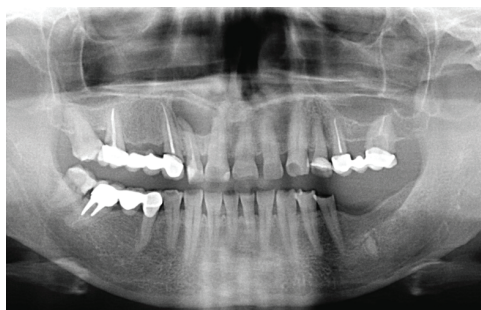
Панорамная томография в день обращения
